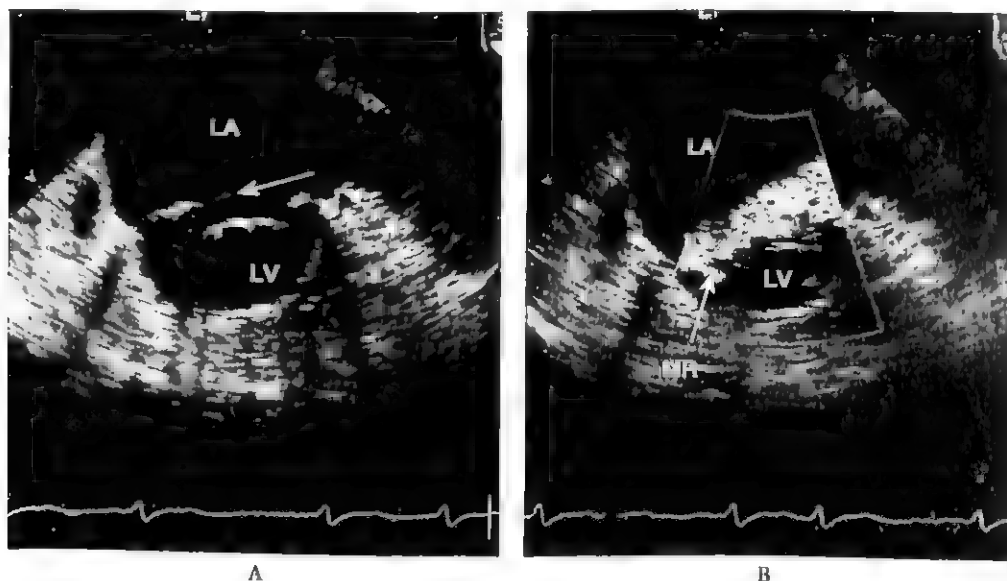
二尖瓣腱索断裂的经食道超声心动图表现
